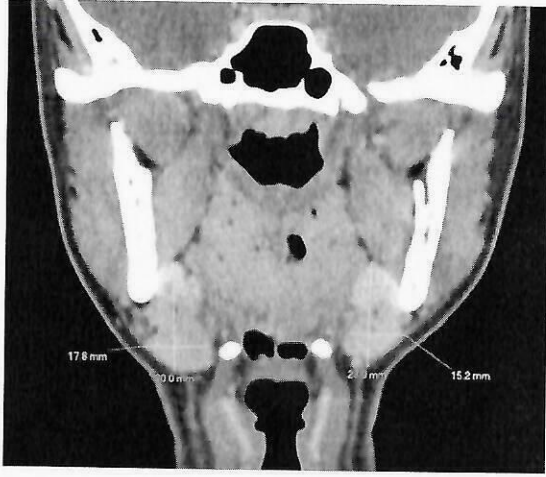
Tomografía de cuello contrastada en reconstrucción coronal, grosor de la porción superficial de la glándula submandibular medido entre borde más inferior de la glándula submandibular hasta su límite superior por debajo del músculo milohioideo.
